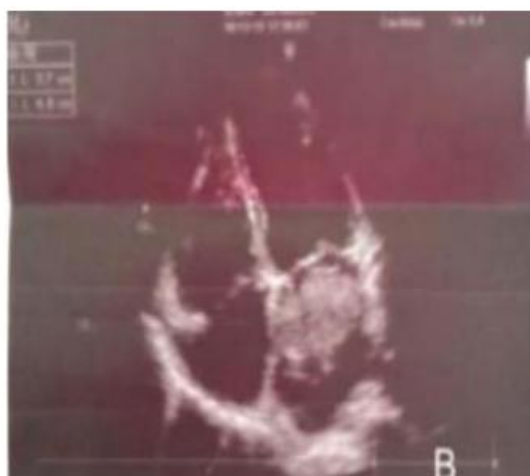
Échocardiographie transthoracique (ETT) préopératoire montrant une masse
